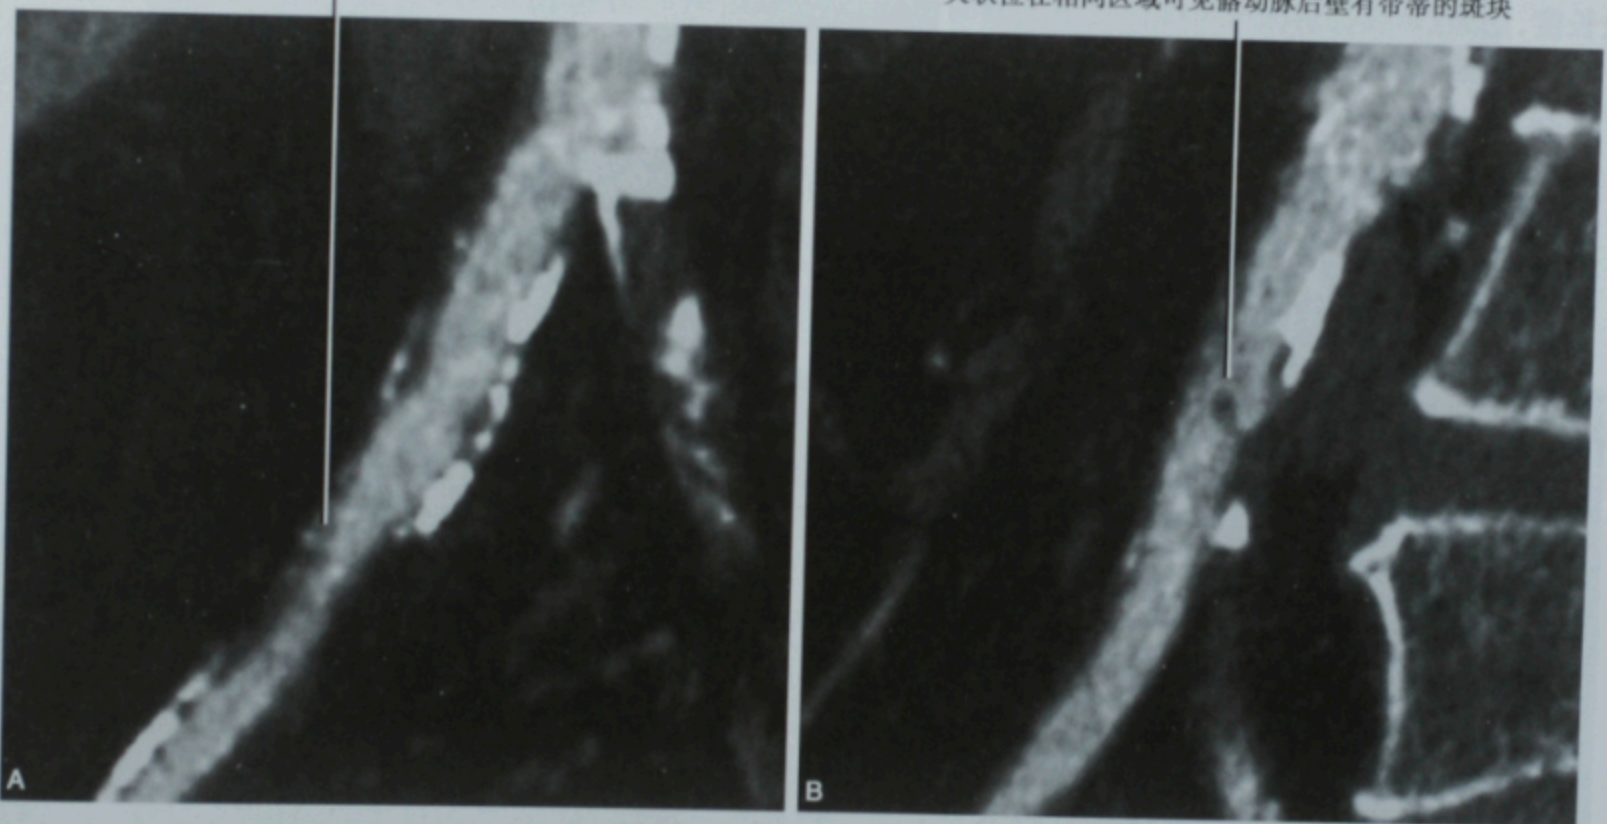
髂动脉 CTA 的冠状位(A)和矢状位(B)图像。显示展现正交图像的应用
